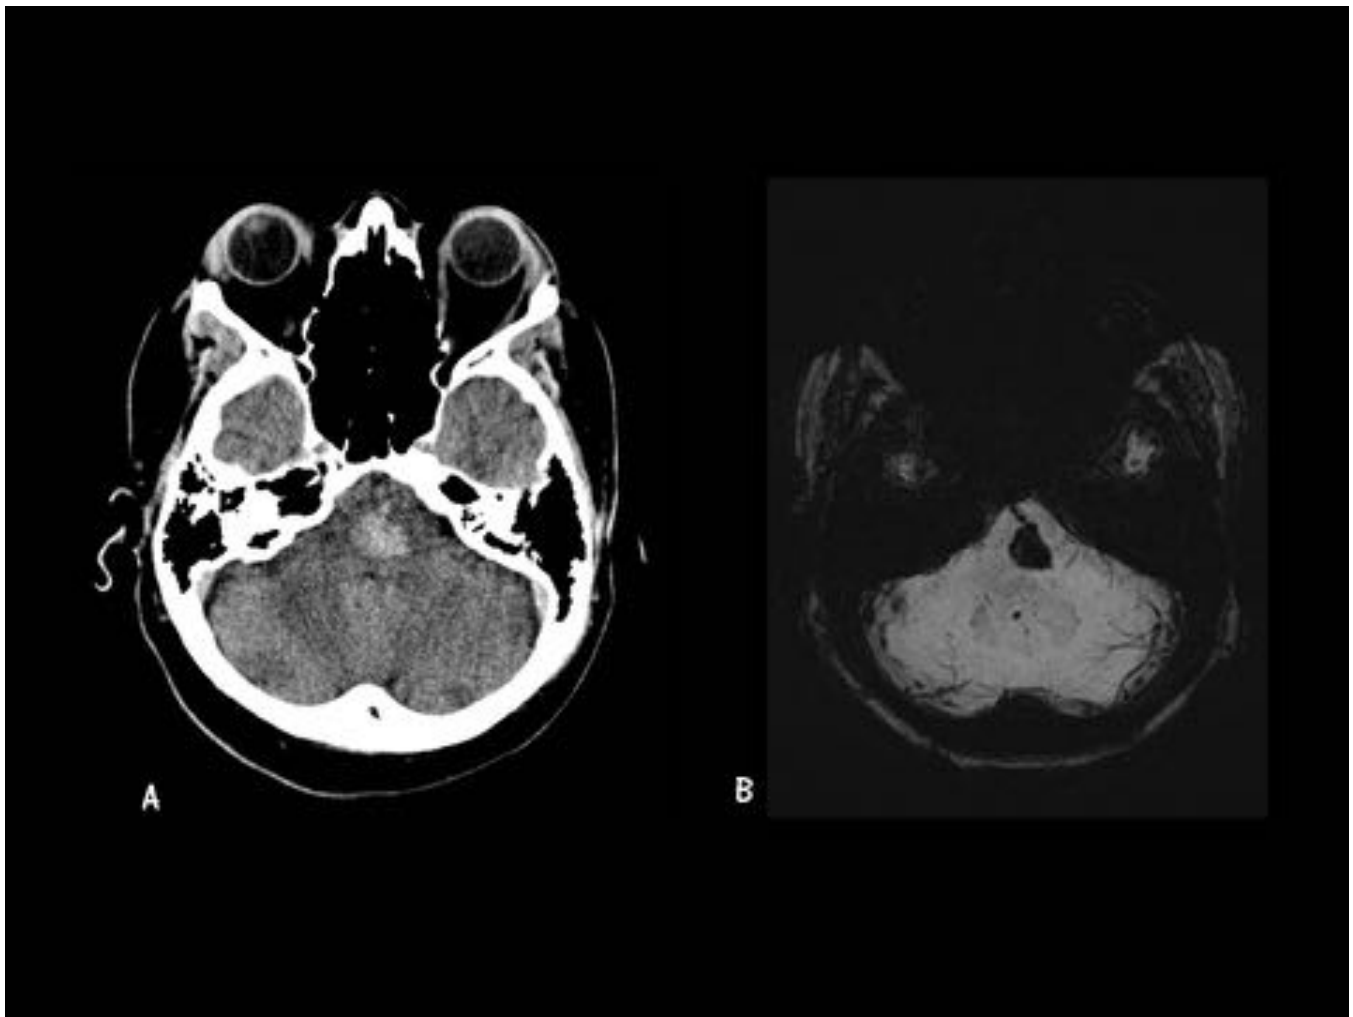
Caso 1. Etiología vascular. Imágenes axiales. A. TC sin CIV (02/12/2012). B. SWI (05/08/2012). Varón de 54 años. Hematoma intraparenquimatoso agudo en la protuberancia, de probable origen hipertensivo. (A). Hipointensidad de señal en la protuberancia que refleja sangrado crónico.
